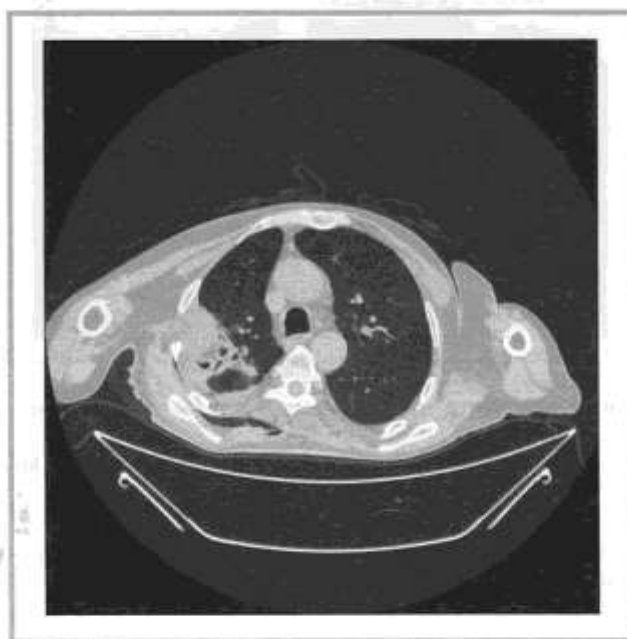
Компьютерная томограмма органов грудной клетки, аксиальная проекция, на 10-е сутки после торакотомии.
